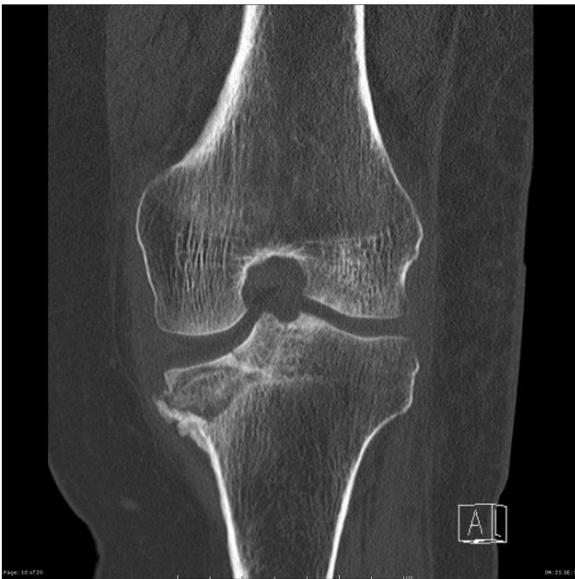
Дефект мыщелка большеберцовой кости (МСКТ)
